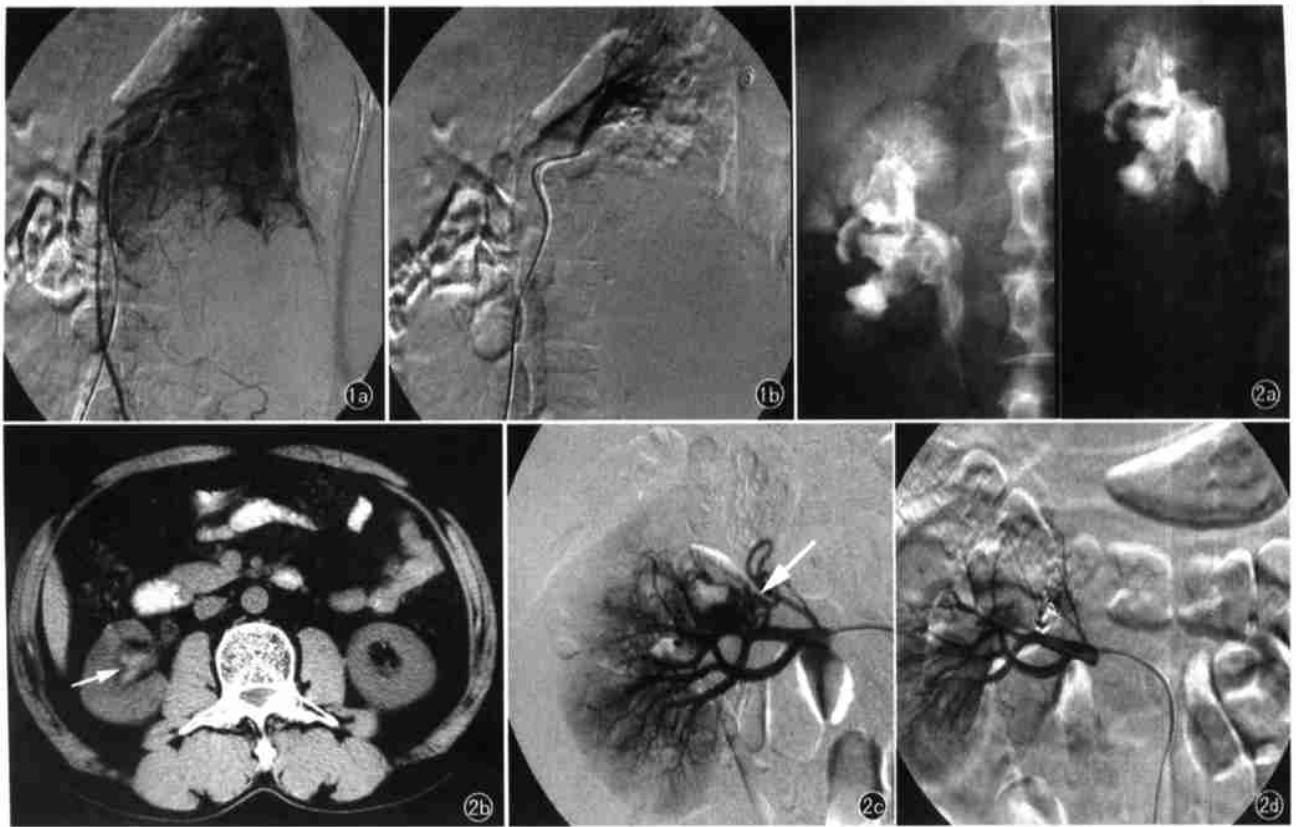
肾血管平滑肌脂肪瘤并包膜下血肿。a) 动脉期,小动脉的管腔粗细不均,纡曲成团或呈螺旋状,部分中小动脉葡萄串状假性动脉瘤形成,可见因肿瘤内血管破裂出血所致的少量对比剂从血管内外溢及占位征象; b) 单纯性明胶海绵栓塞复查造影见出血血管完全闭塞。 图2 肾动脉血管畸形并肾盂内血块形成。a) 逆行性肾盂造影可见肾盂及输尿管内不规则充填缺损; b) CT平扫示肾盂内呈铸形略高密度区(箭),CT值50 HU,肾实质未见异常; c) 右肾动脉造影示肾中部小动脉增粗、纡曲(箭),并血管瘤形成; d) 明胶海绵加弹簧圈栓塞后复查造影见出血血管完全闭塞。
